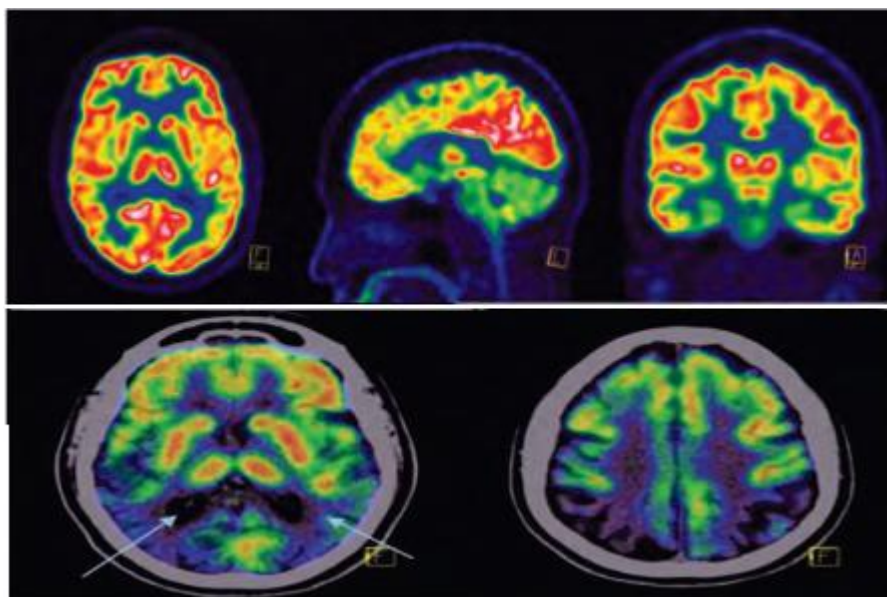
Estudio PET-FDG donde se observa disminución del metabolismo temporo-parietal bilateral y simétrico, cíngulo posterior y precuna, así como corteza occipital (escala de colores azules), con preservación de la corteza frontal (escala de colores verde y rojo). Tomado de Kerik, 2016
